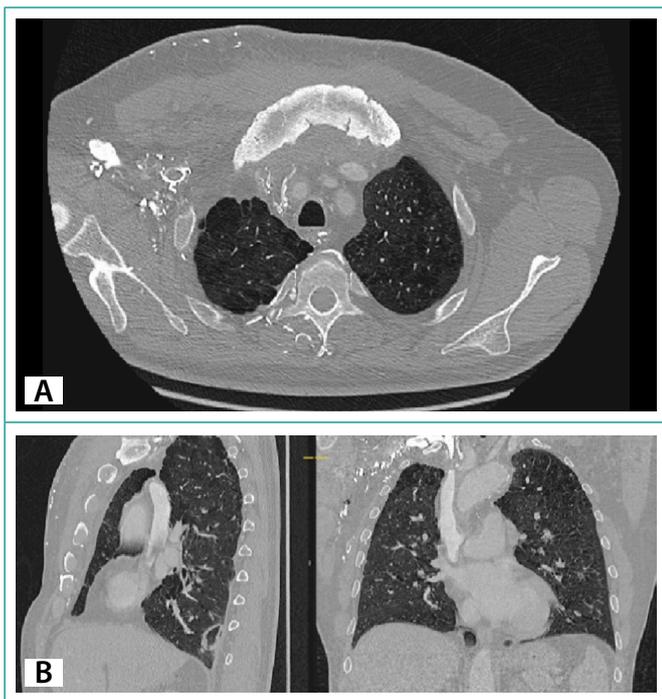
TC que demuestra esclerosis y erosiones esternales (A), así como defecto de repleción a nivel de vena cava superior (B).
